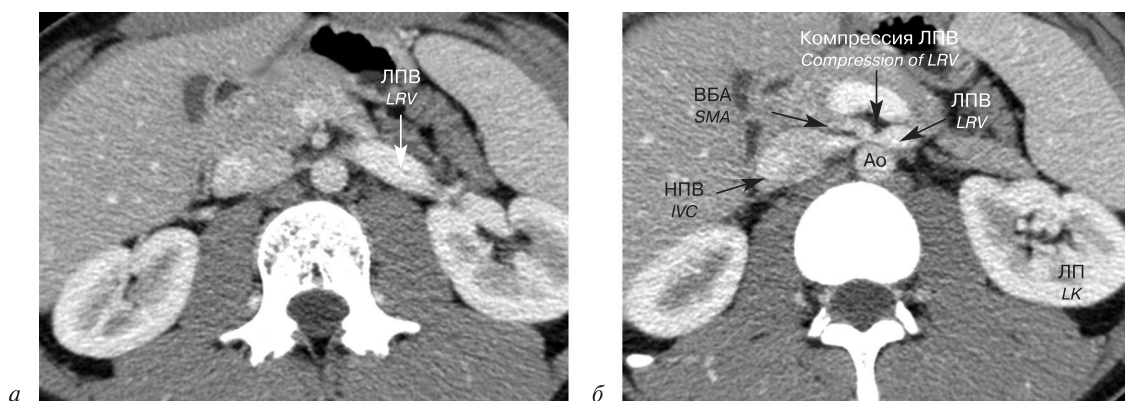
Компьютерная томографическая ангиография. Визуализируется расширение левой почечной вены (а) и место ее критического стеноза (б).
